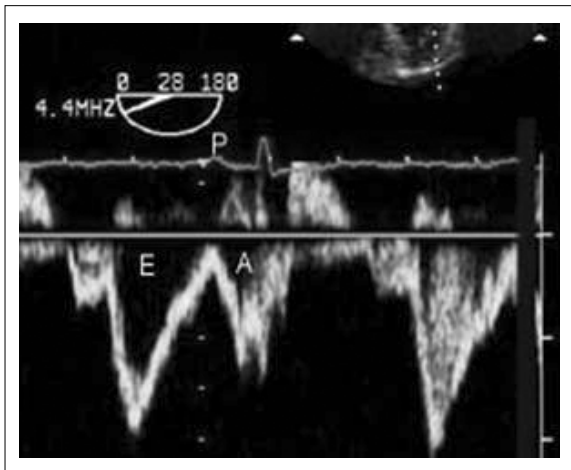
Doppler pulsado transmitral normal. La onda E representa el llenado diastólico temprano del ventrículo izquierdo y la onda A representa la contracción auricular. La relación E/A es mayor que 1, lo que es normal.
